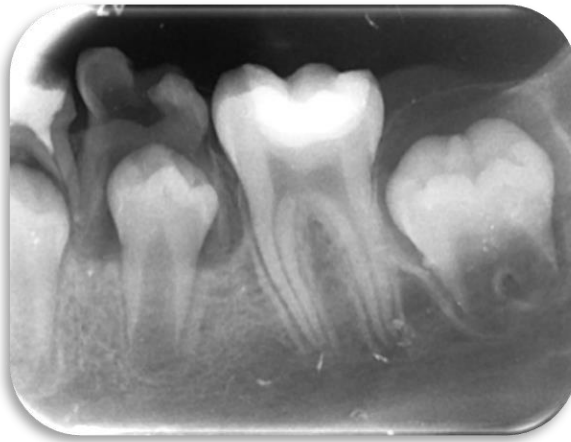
radiografía de Control
